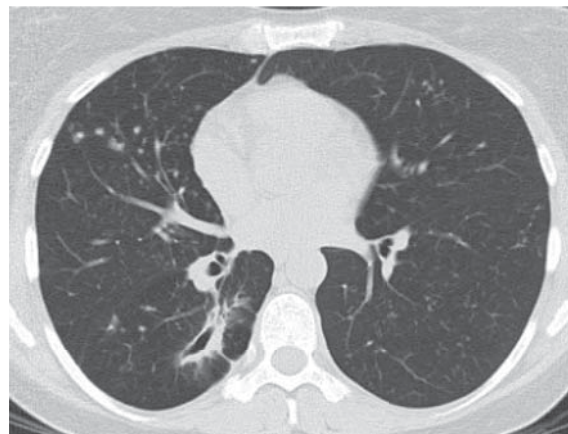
МСКТ ОГП через 2 місяці лікування режимом з бедаквіліном
